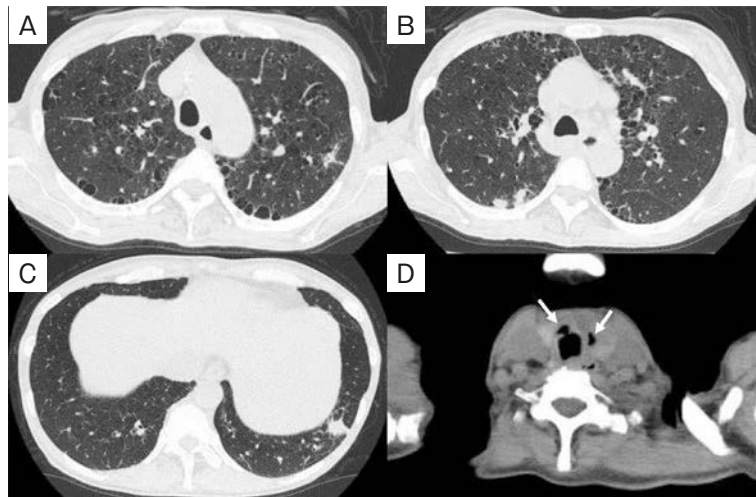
Chest CT findings. CT on admission showed multiple cysts and emphysema bilaterally in the upper lungs (A), nodules in the right upper lung and the left lower lung (B, C), and air in the thyroid isthmus and left lobe (arrows) (D).
